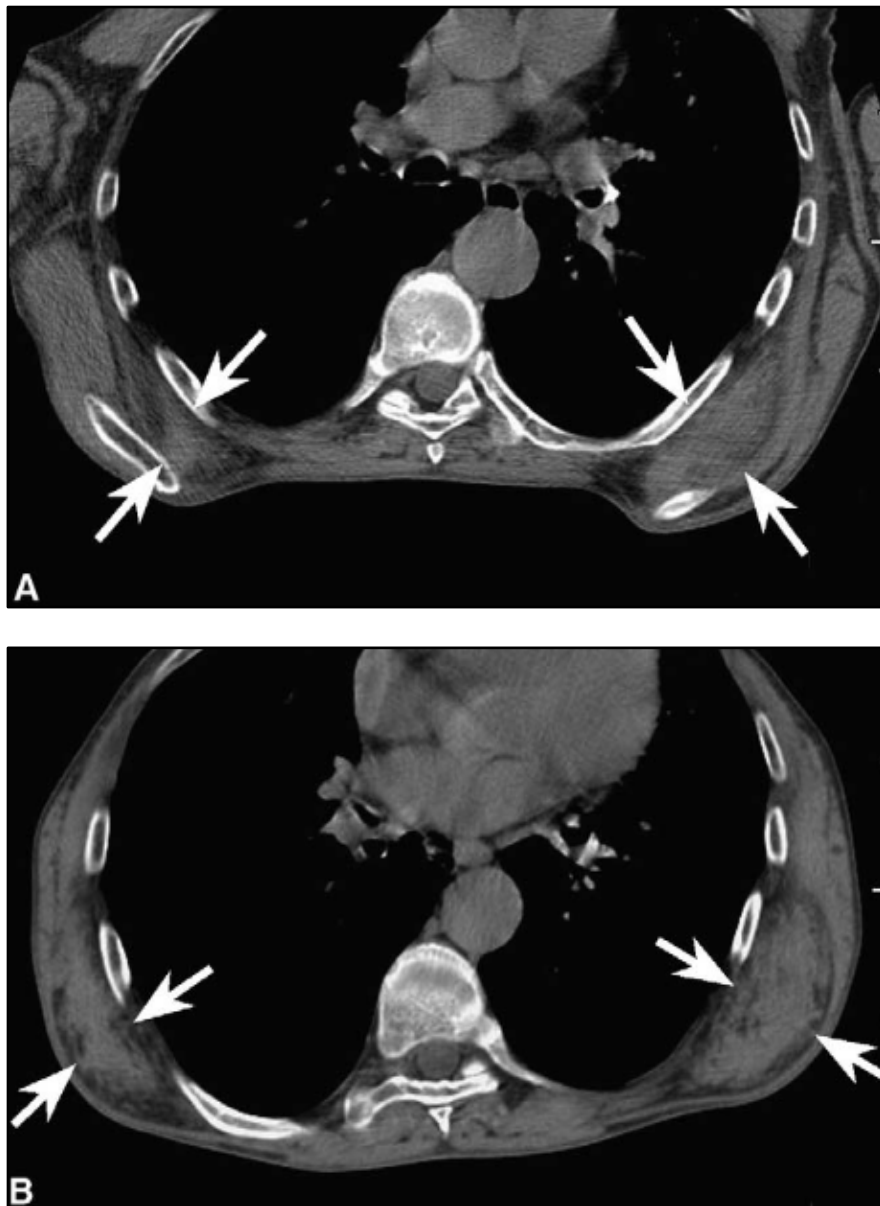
Coupes axiales d'une TDM thoracique : masses sous scapulaires bilatérales isodenses par rapport au muscle, parcourues de travées linéaires de densité grasseuse(59).
